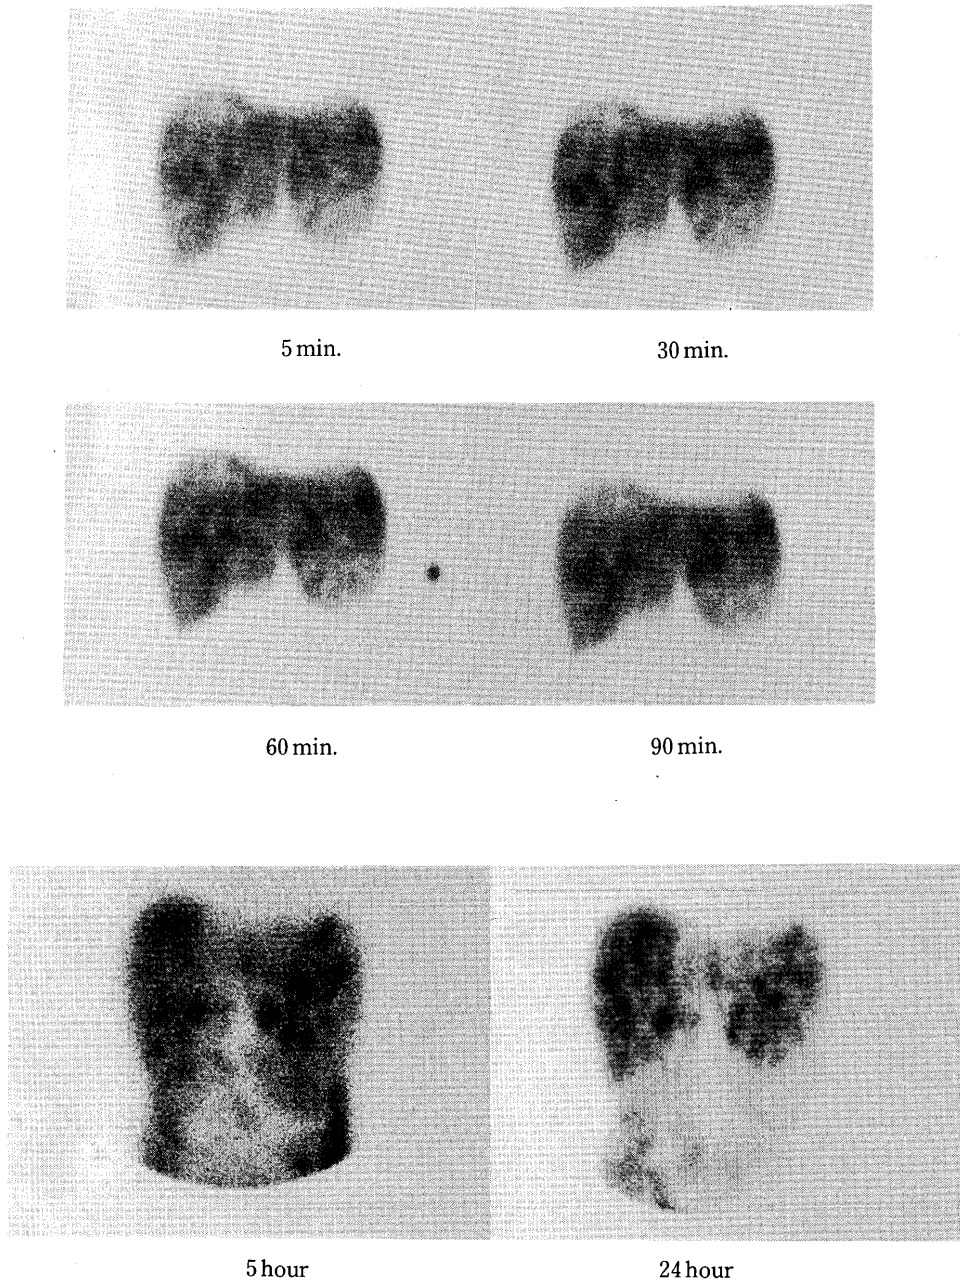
Sequential images of hepatobiliary scintigraphy with Tc-99m PMT. The 5 min image reveals mild hepatomegaly and multiple small defects in the both lobes, and the 90 min image show no remarkable change compared with 5 to 60 min images, showing that intra and extrahepatic biliary system was not visualized. Five hours and 24 hours images reveal multiple RI retention areas corresponding to the defects on the 5 min image.
